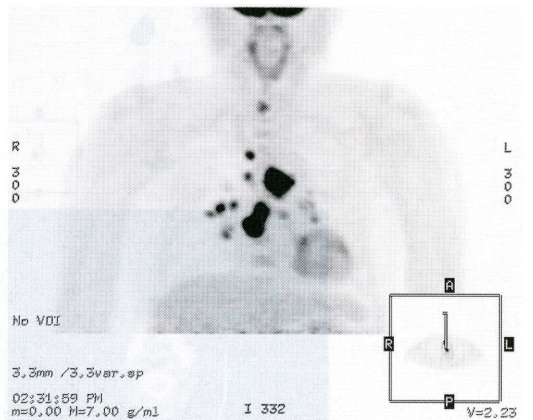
PET 所見. 肺と縦隔に FDG の集積がみられ，肺癌と縦隔リンパ節転移が疑われた。
